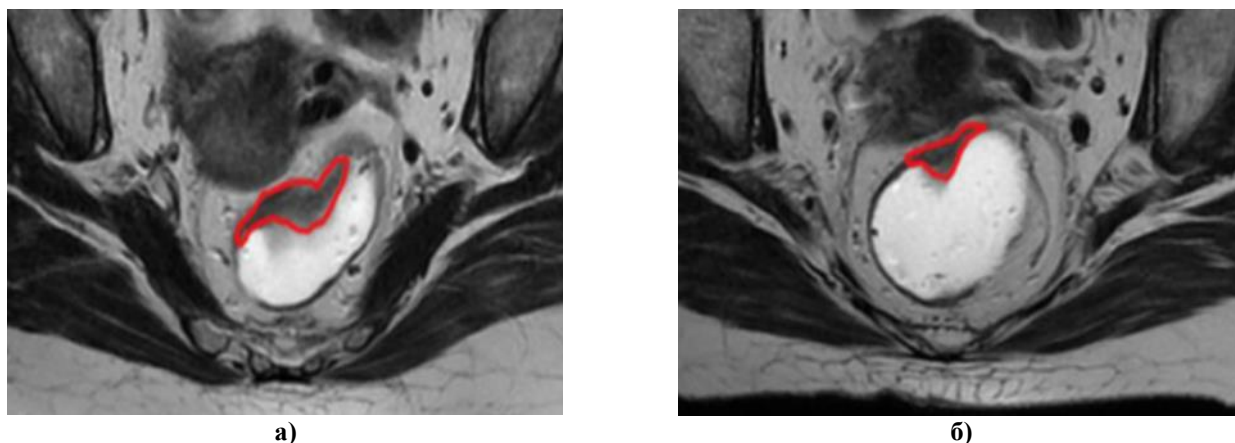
МРТ органов малого таза у пациентки с серозным РЯ III стадии:
